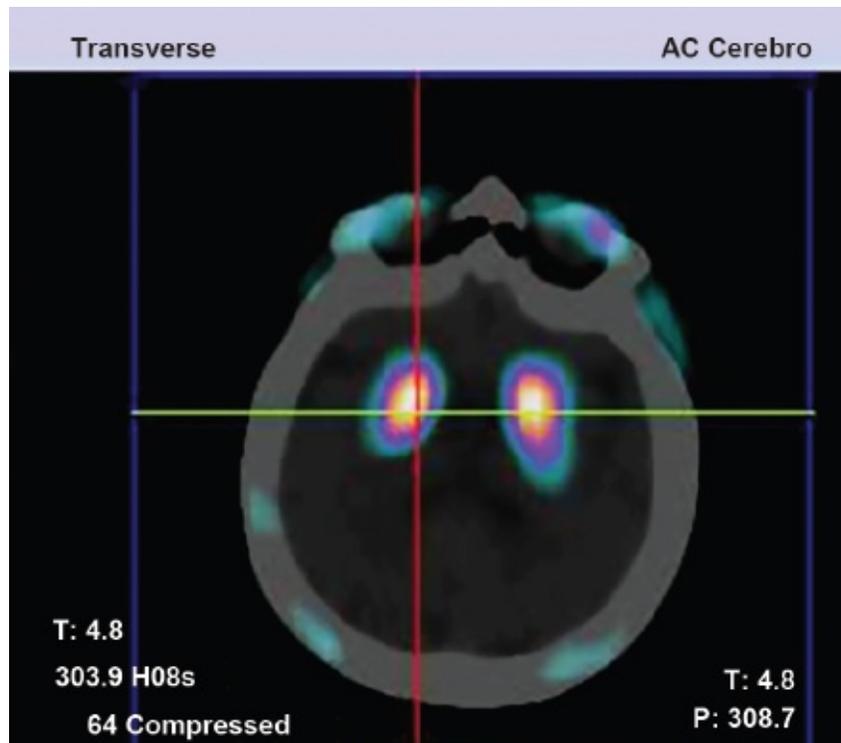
SPECT-CT com ^{99m}Tc -TRODAT demonstrando a captação normal do radiotraçador nos núcleos da base. O diagnóstico de doença de Parkinson pode ser afastado com mais de 95% de certeza e o uso de medicamentos antiparkinsonianos suspenso sem piora clínica.
